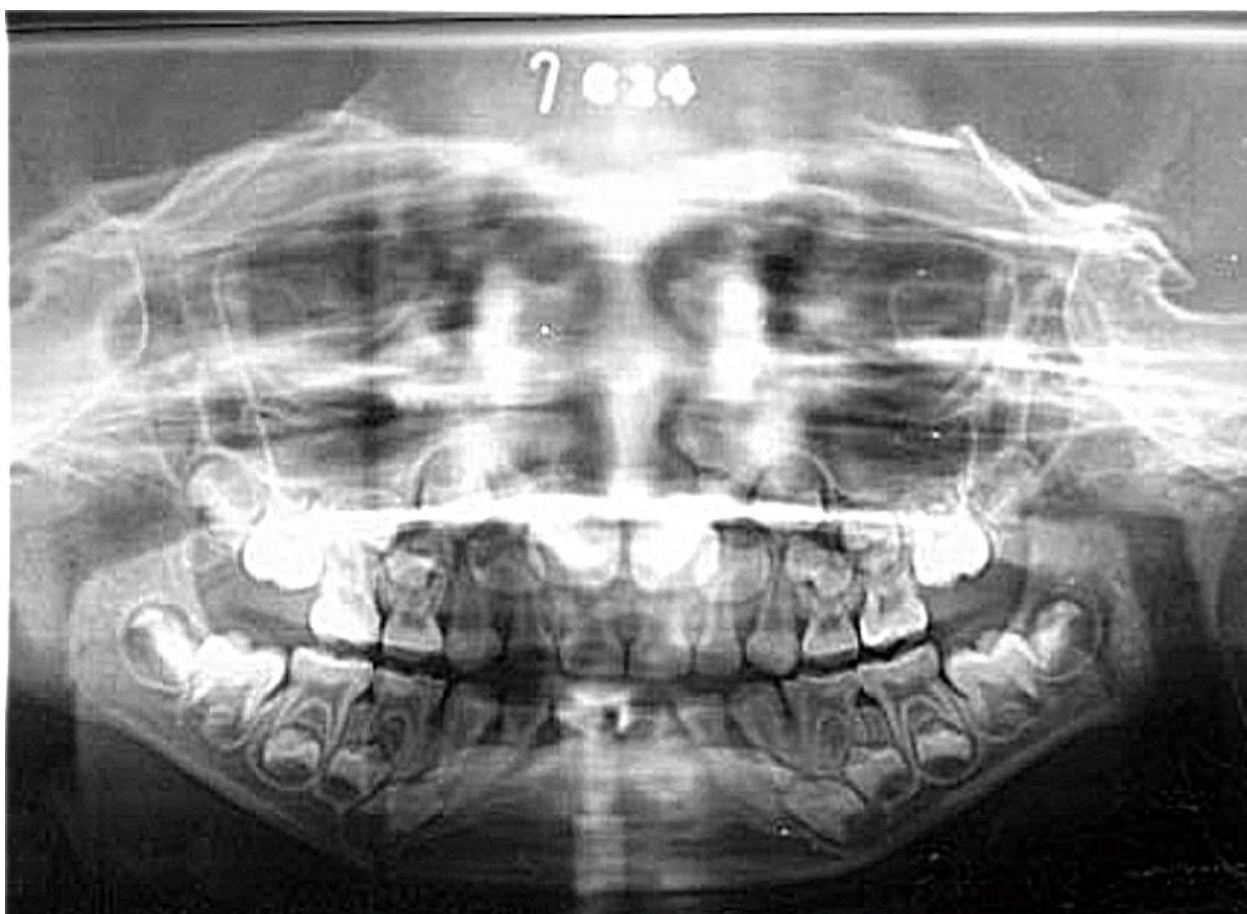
Photo d'une radiographie panoramique dentaire montrant une ankylose bilatérale [33]
